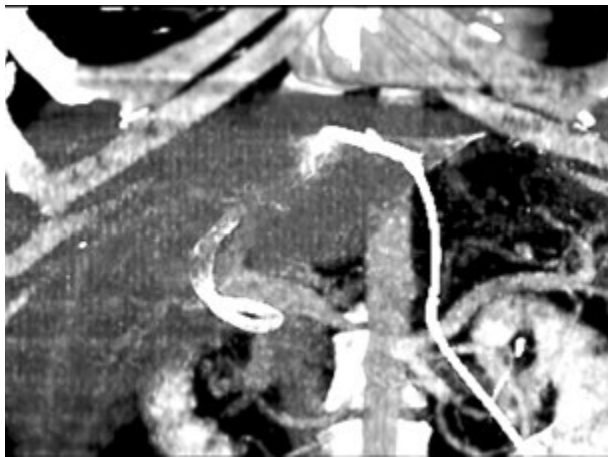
Реконструкція комп'ютерної томографії: крізьшкірна крізьпечінкова холангіостомія. Дренаж установлено крізь ліву печінкову протоку в холедох
